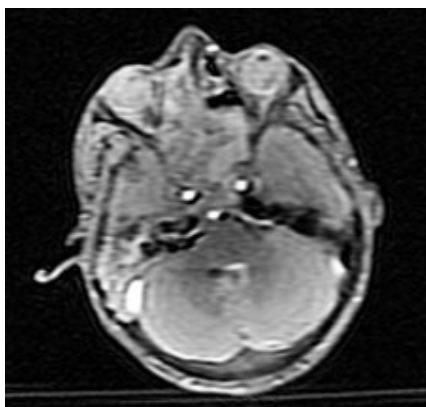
Ressonância nuclear magnética de crânio evidenciando localização tumoral à direita envolvendo cavidade nasal.
